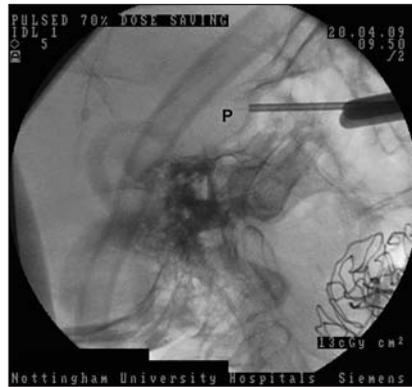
Интраоперационная рентгенография в боковой проекции. Рентгеноконтрастный зонд направлен в сторону гипофизарной ямки (Р).
